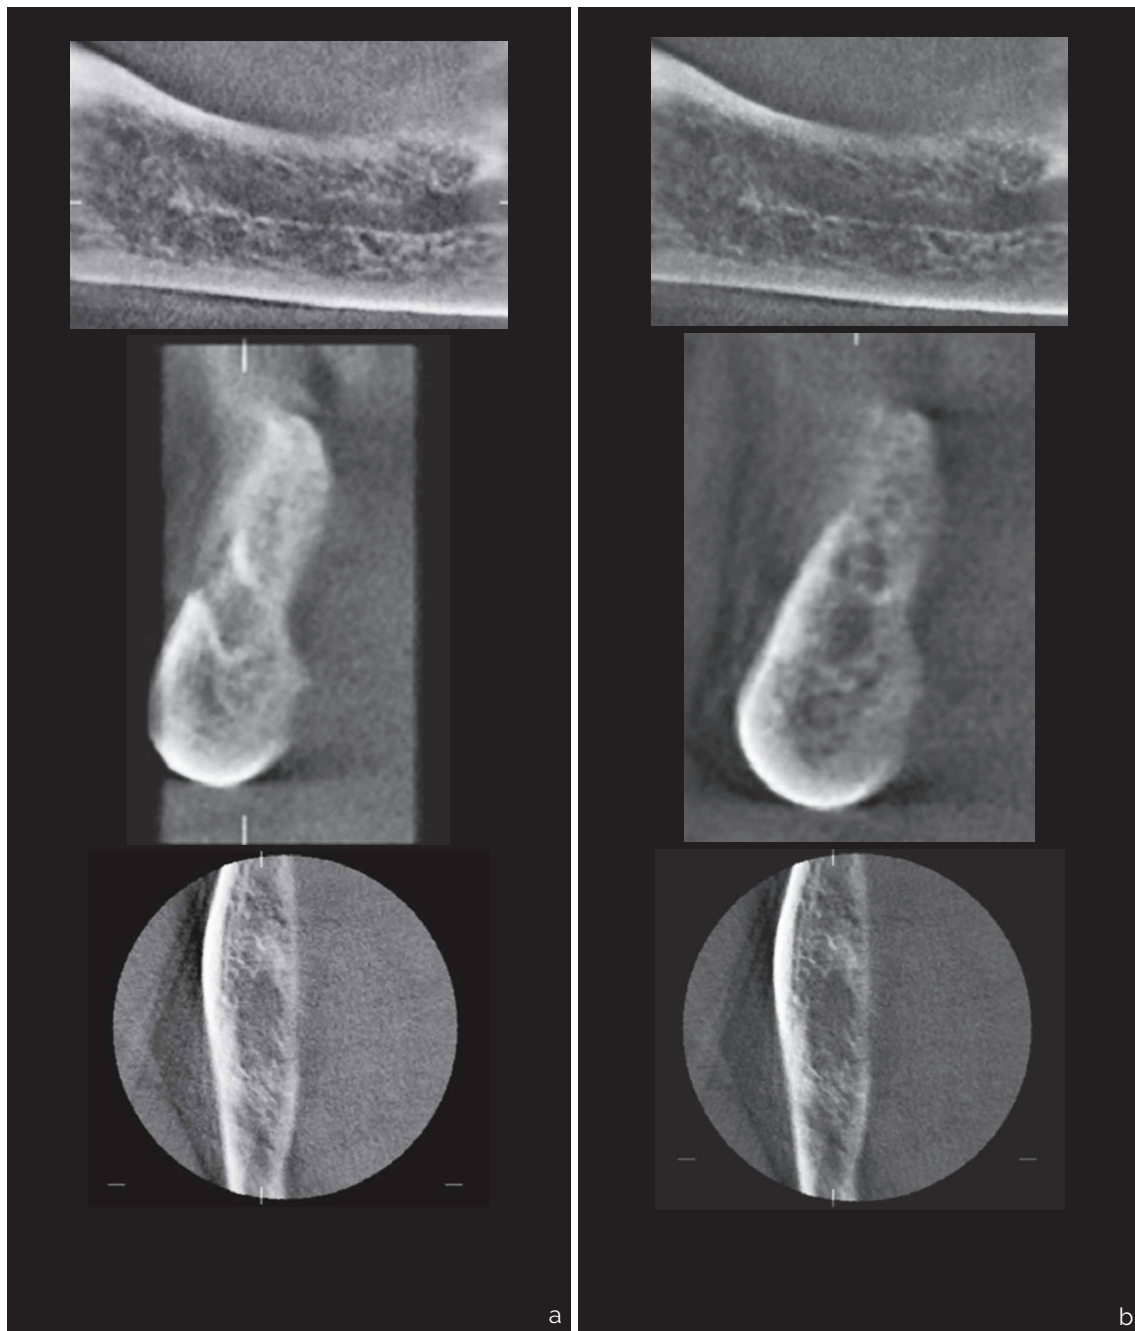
Tomografía computarizada de haz cónico de la mandíbula para visualizar el canal mandibular. (a) Sección anterior que muestra el foramen mentoneano. (b) Sección posterior en la región molar que muestra el canal mandibular.
